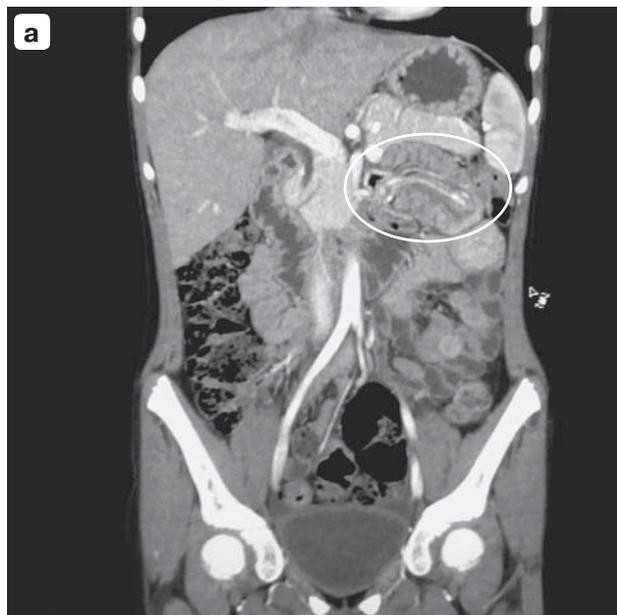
КТ-изображения. Непосредственно за связкой Трейтца определяется инвагинат (а) протяженностью до 80 мм (обведен белым контуром). Головка инвагината накапливает контрастное вещество, что связано с объемным процессом (б) в стенке кишки (указано стрелкой).
